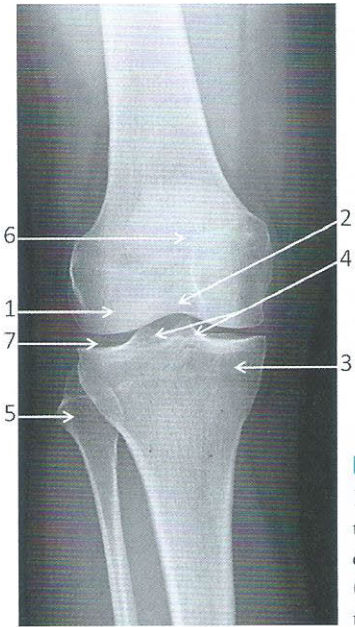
Radiographie du genou droit de face
